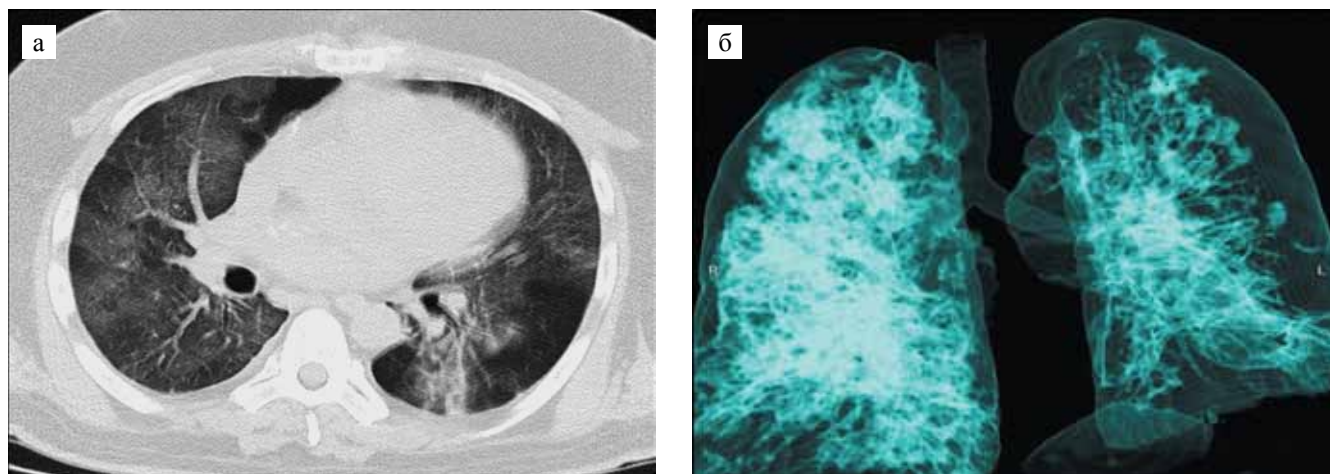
КТ ОГК: а – в аксиальной проекции (18.11.20); б – в легочном режиме (18.11.20)
